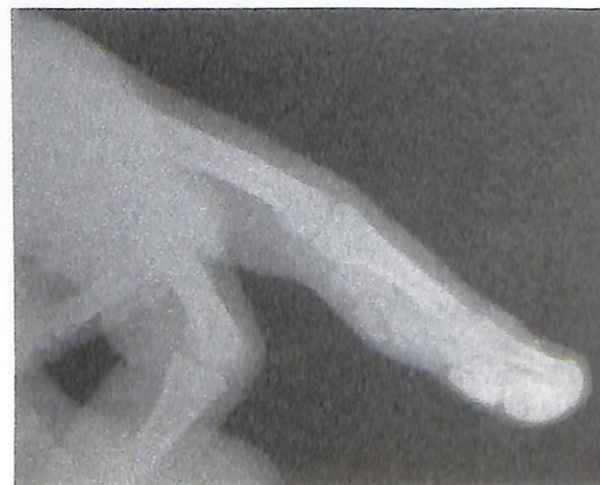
Radiografía L que muestra la calcificación de tejidos blandos en la cara palmar del pulpejo del tercer dedo.
